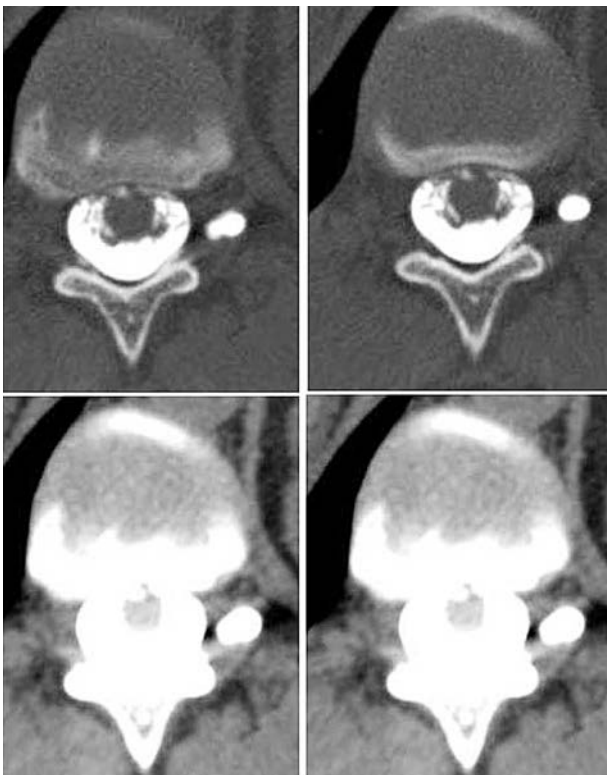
КТ-миелография. Уровень Th11—Th12. Ликвор просачивается сквозь дуральный выворот корешка Th11 слева и накапливается возле корешка Th11
